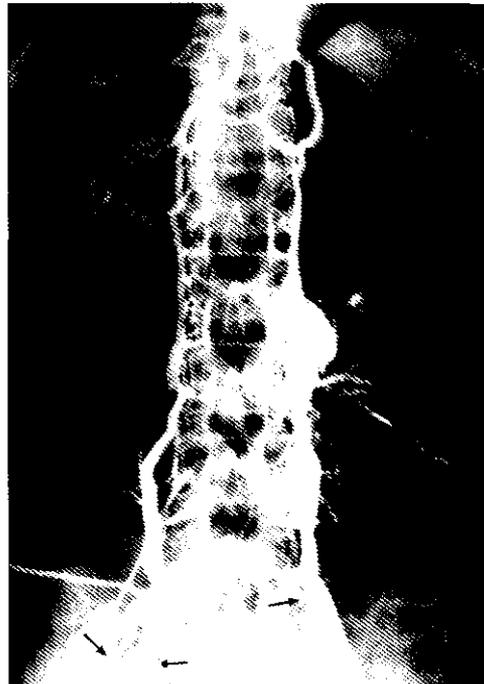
Flebotomografía inferior observándose oclusión total de la cava desde el nivel de las femorales, con instauración de circulación colateral a través de las vertebrales.
